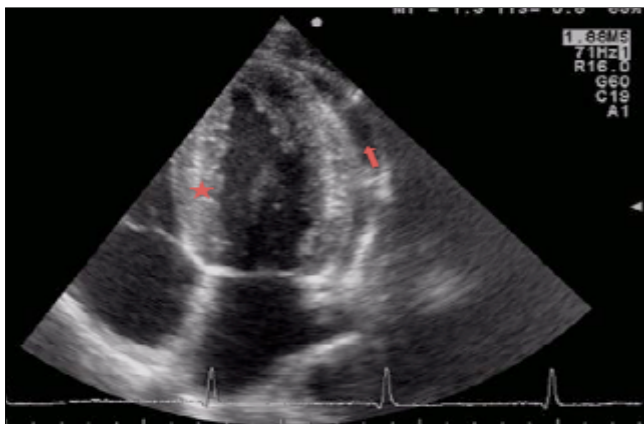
Ecocardiografia a riposo. Aspetto iperlucido del miocardio (*), segno di miocardite, versamento pericardico(→).
